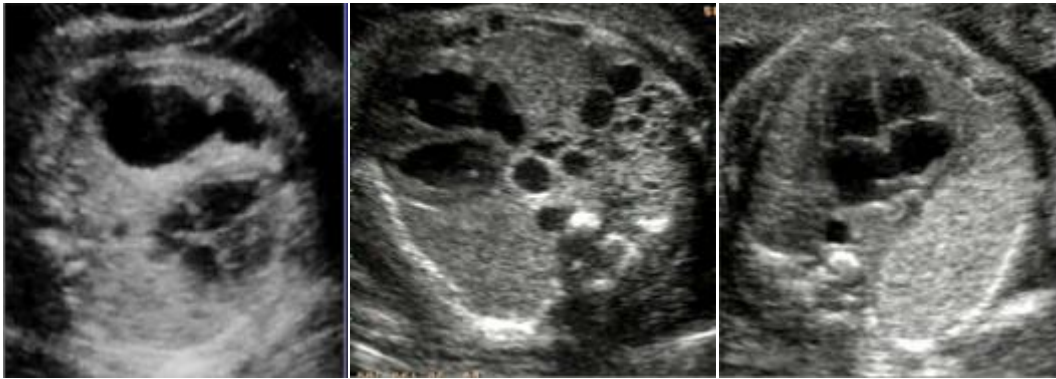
aspect échographique de MAKP selon la classification de Stocker ; de gauche à droite : type I, type II et type III.
